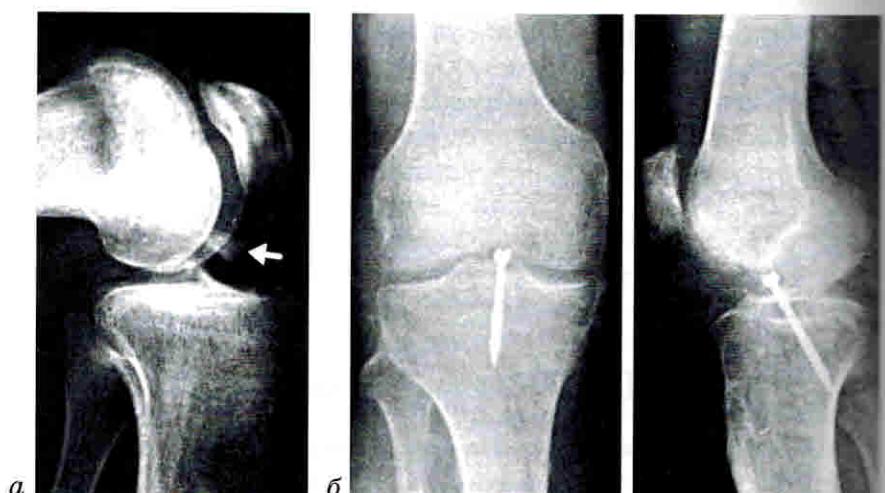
Фоторентгенограммы перелома фрагмента межмыщелкового возвышения до (а) и после (б) артrotомии и остеосинтеза винтом [33].
